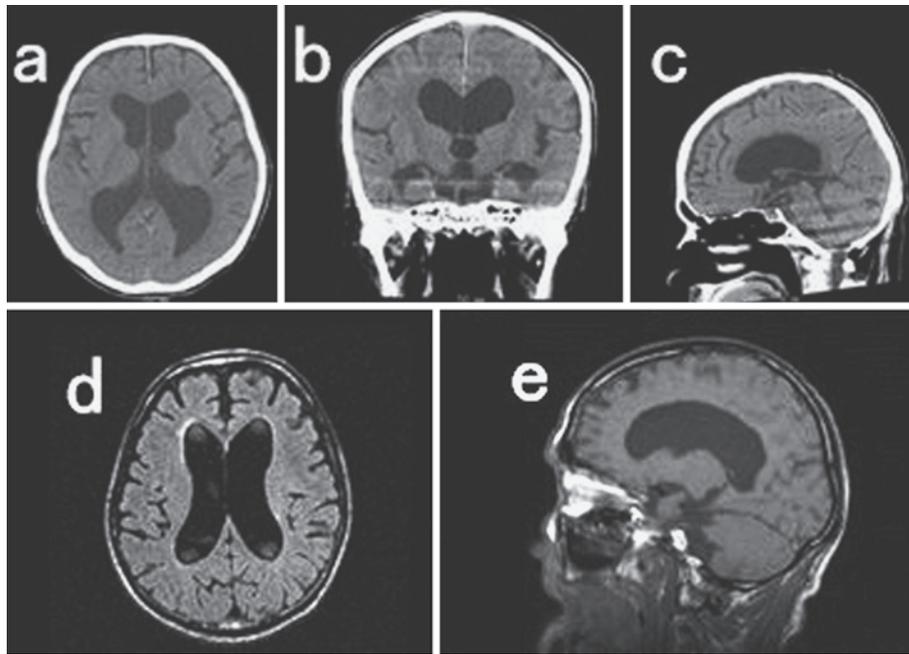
Hydrocephalus on brain CT and MRI.
